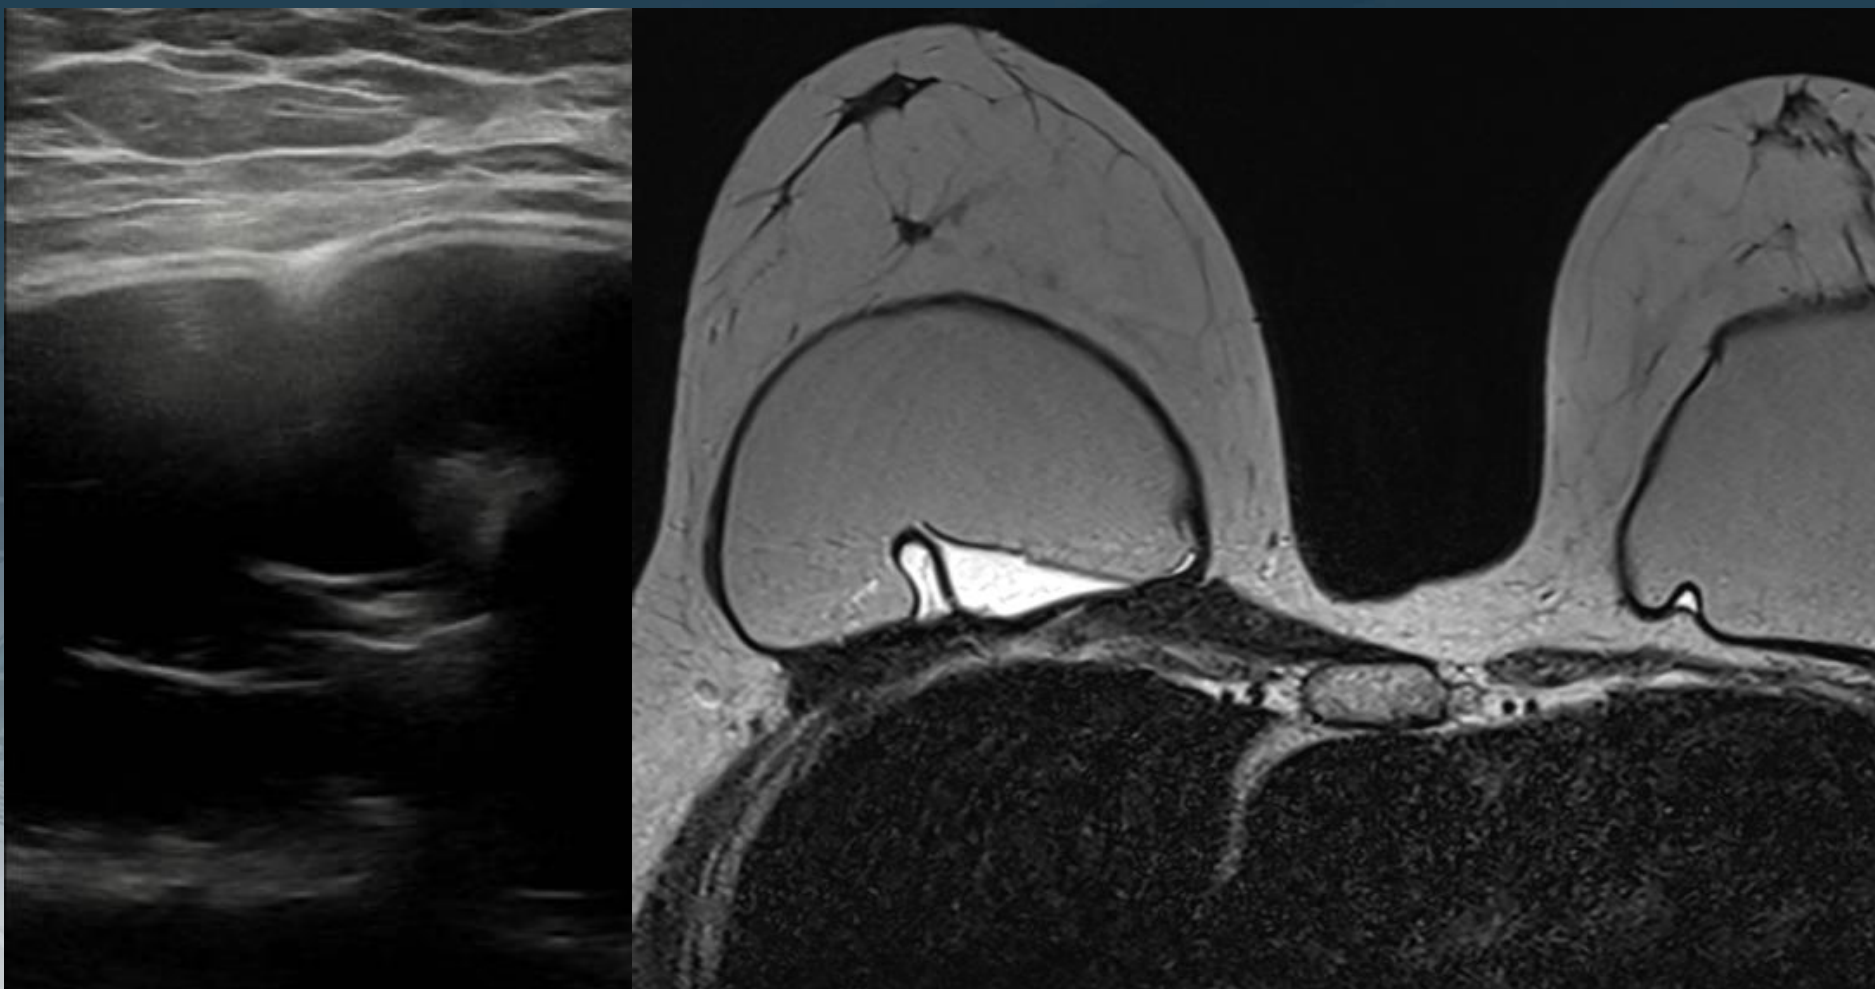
Síndrome de Poland con hallazgos sugestivos de rotura intracapsular de prótesis mamaria derecha (signo del ojo de la cerradura en RM).
